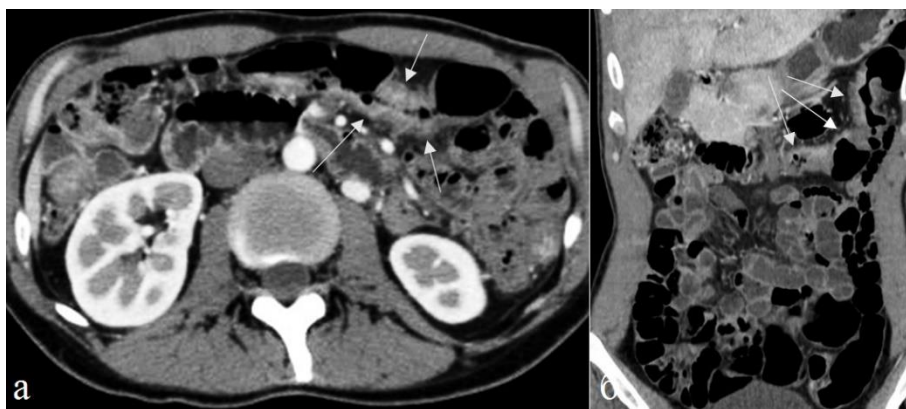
Больная 39 лет. Болезнь Крона. Артериальная фаза КУ. а) аксиальная томограмма, б) фронтальная реконструкция. Сегментарно определяется утолщение стенки левой половины поперечной ободочной кишки (стрелки) Просвет кишки неравномерно сужен. КУ повышенное по «слизистому» типу.
